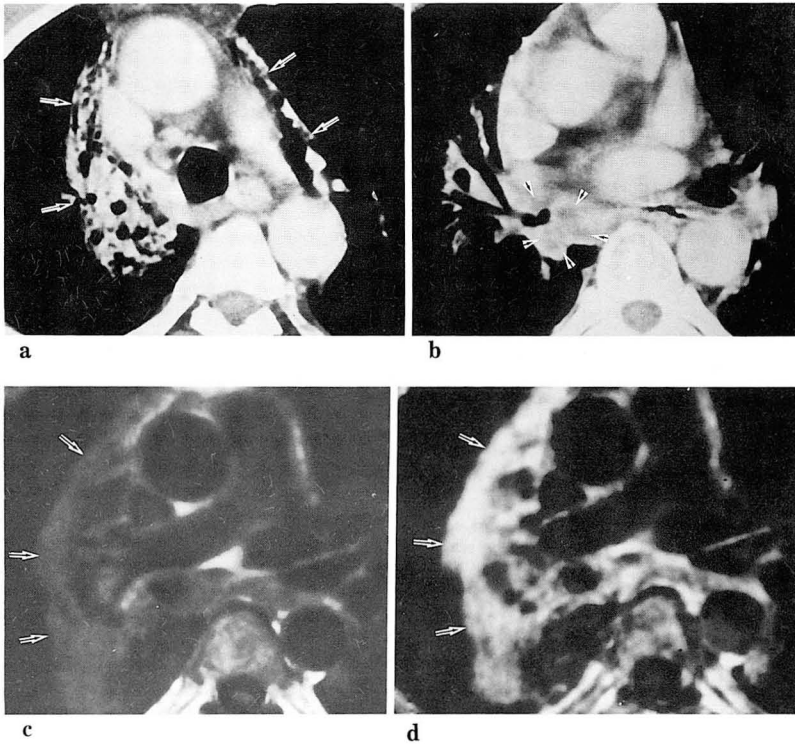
a-d. CT 1 month after (a & b) radiation. Solid consolidation with bronchiectasis and fibrosis (arrows). Residual tumor shows low attenuation (arrow heads). c-d. MRI at the same time with CT also shows solid consolidation with bronchiectasis (arrows), but the residual tumor cannot be differentiated. The signal intensity of the radiation injury is isointense compared with that of the muscle on TR/TE 500/15 T1WI (c), and hyperintense on TR/TE 1800/75 T2WI, and the lesions enhanced well on Gd-DTPA enhanced study (d).
